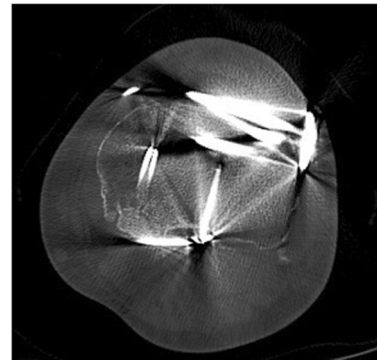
Control con TC que evidencia adecuada reducción articular y signos de consolidación avanzada de fractura de platillo tibial medial.
